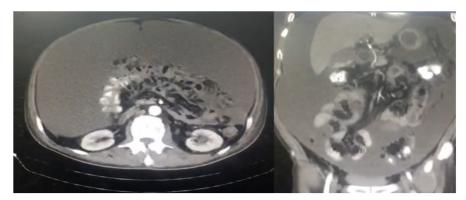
TAC Simple y Contrastada de Abdomen y pelvis
